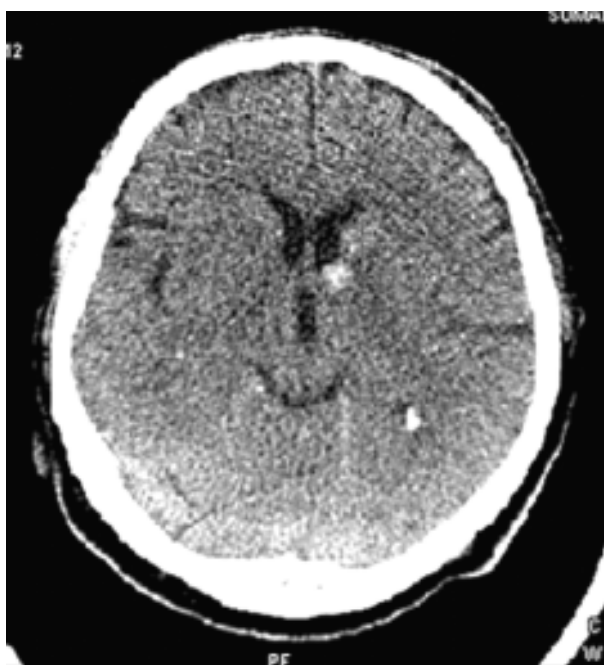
КТ больной С., 38 лет. ДАП I степени. Кровоизлияние диаметром 0,5 см в подкорковом отделе правого полушария
